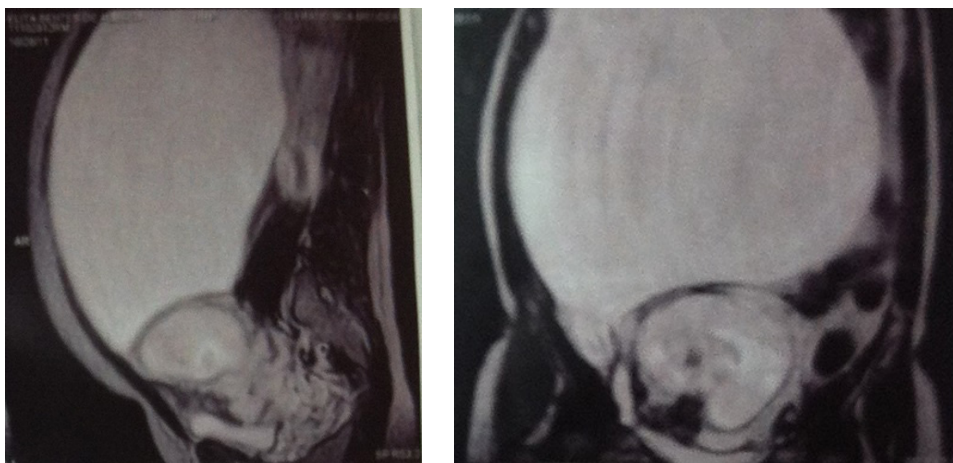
e 1B: Ressonância Nuclear Magnética - lesão abdomino-pélvica que media 28 x 23 x 13 cm, com volume total de 4.353 cm³
